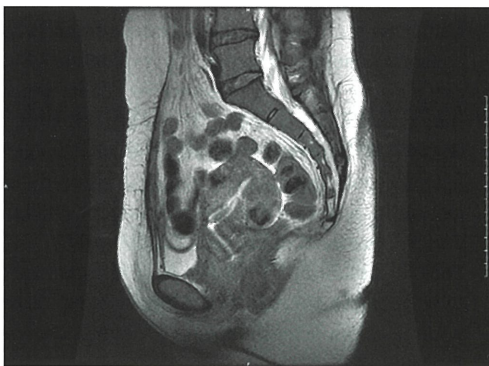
CSS患者の月経周期12日目のMRI所見 isthmoceleから子宮内腔側に向かって伸びる血腫を認める。
